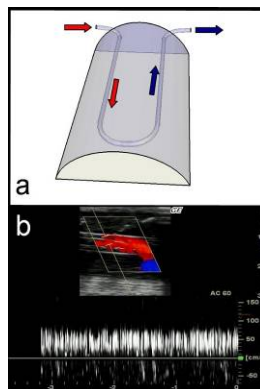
Il flusso di soluzione fisiologica attraverso il loop del tubo del modello C simula un flusso sanguigno bidirezionale (a) che può essere visualizzato al color-Doppler (b).
